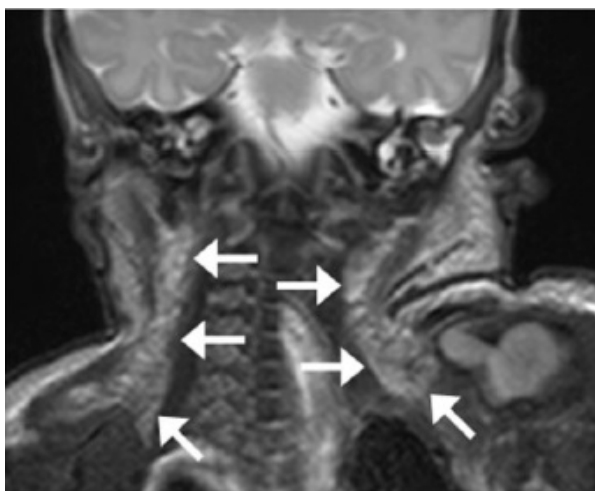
MRT-Bild eines zwei Tage alten Neugeborenen. Das (warme) braune Fettgewebe ist mit den Pfeilen markiert. [Hu+14]
